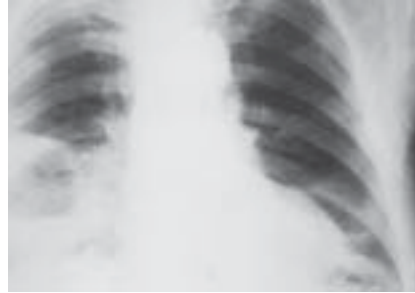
Гострий абсцес нижньої частки правої легені. Оглядова рентгенограма, пряма проекція.
